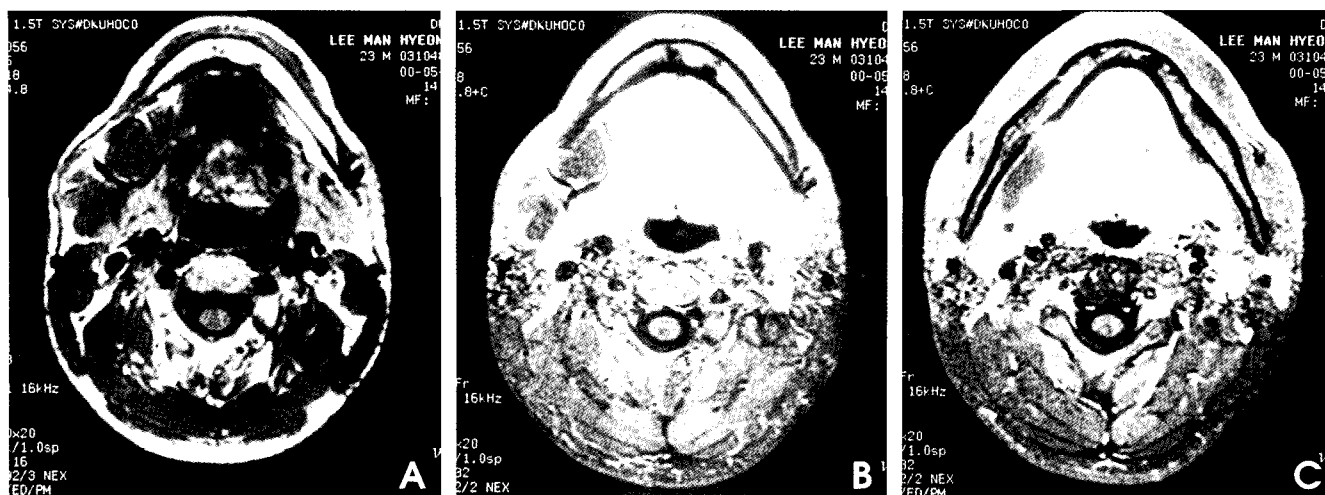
A. Axial T1W MR image shows well-defined, multiloculated mass of low signal intensity. B. Contrast-enhanced T1W MR image shows clear enhancement of internal septa. C. Severe enhancement can be seen at anterior portion of the lesion.
